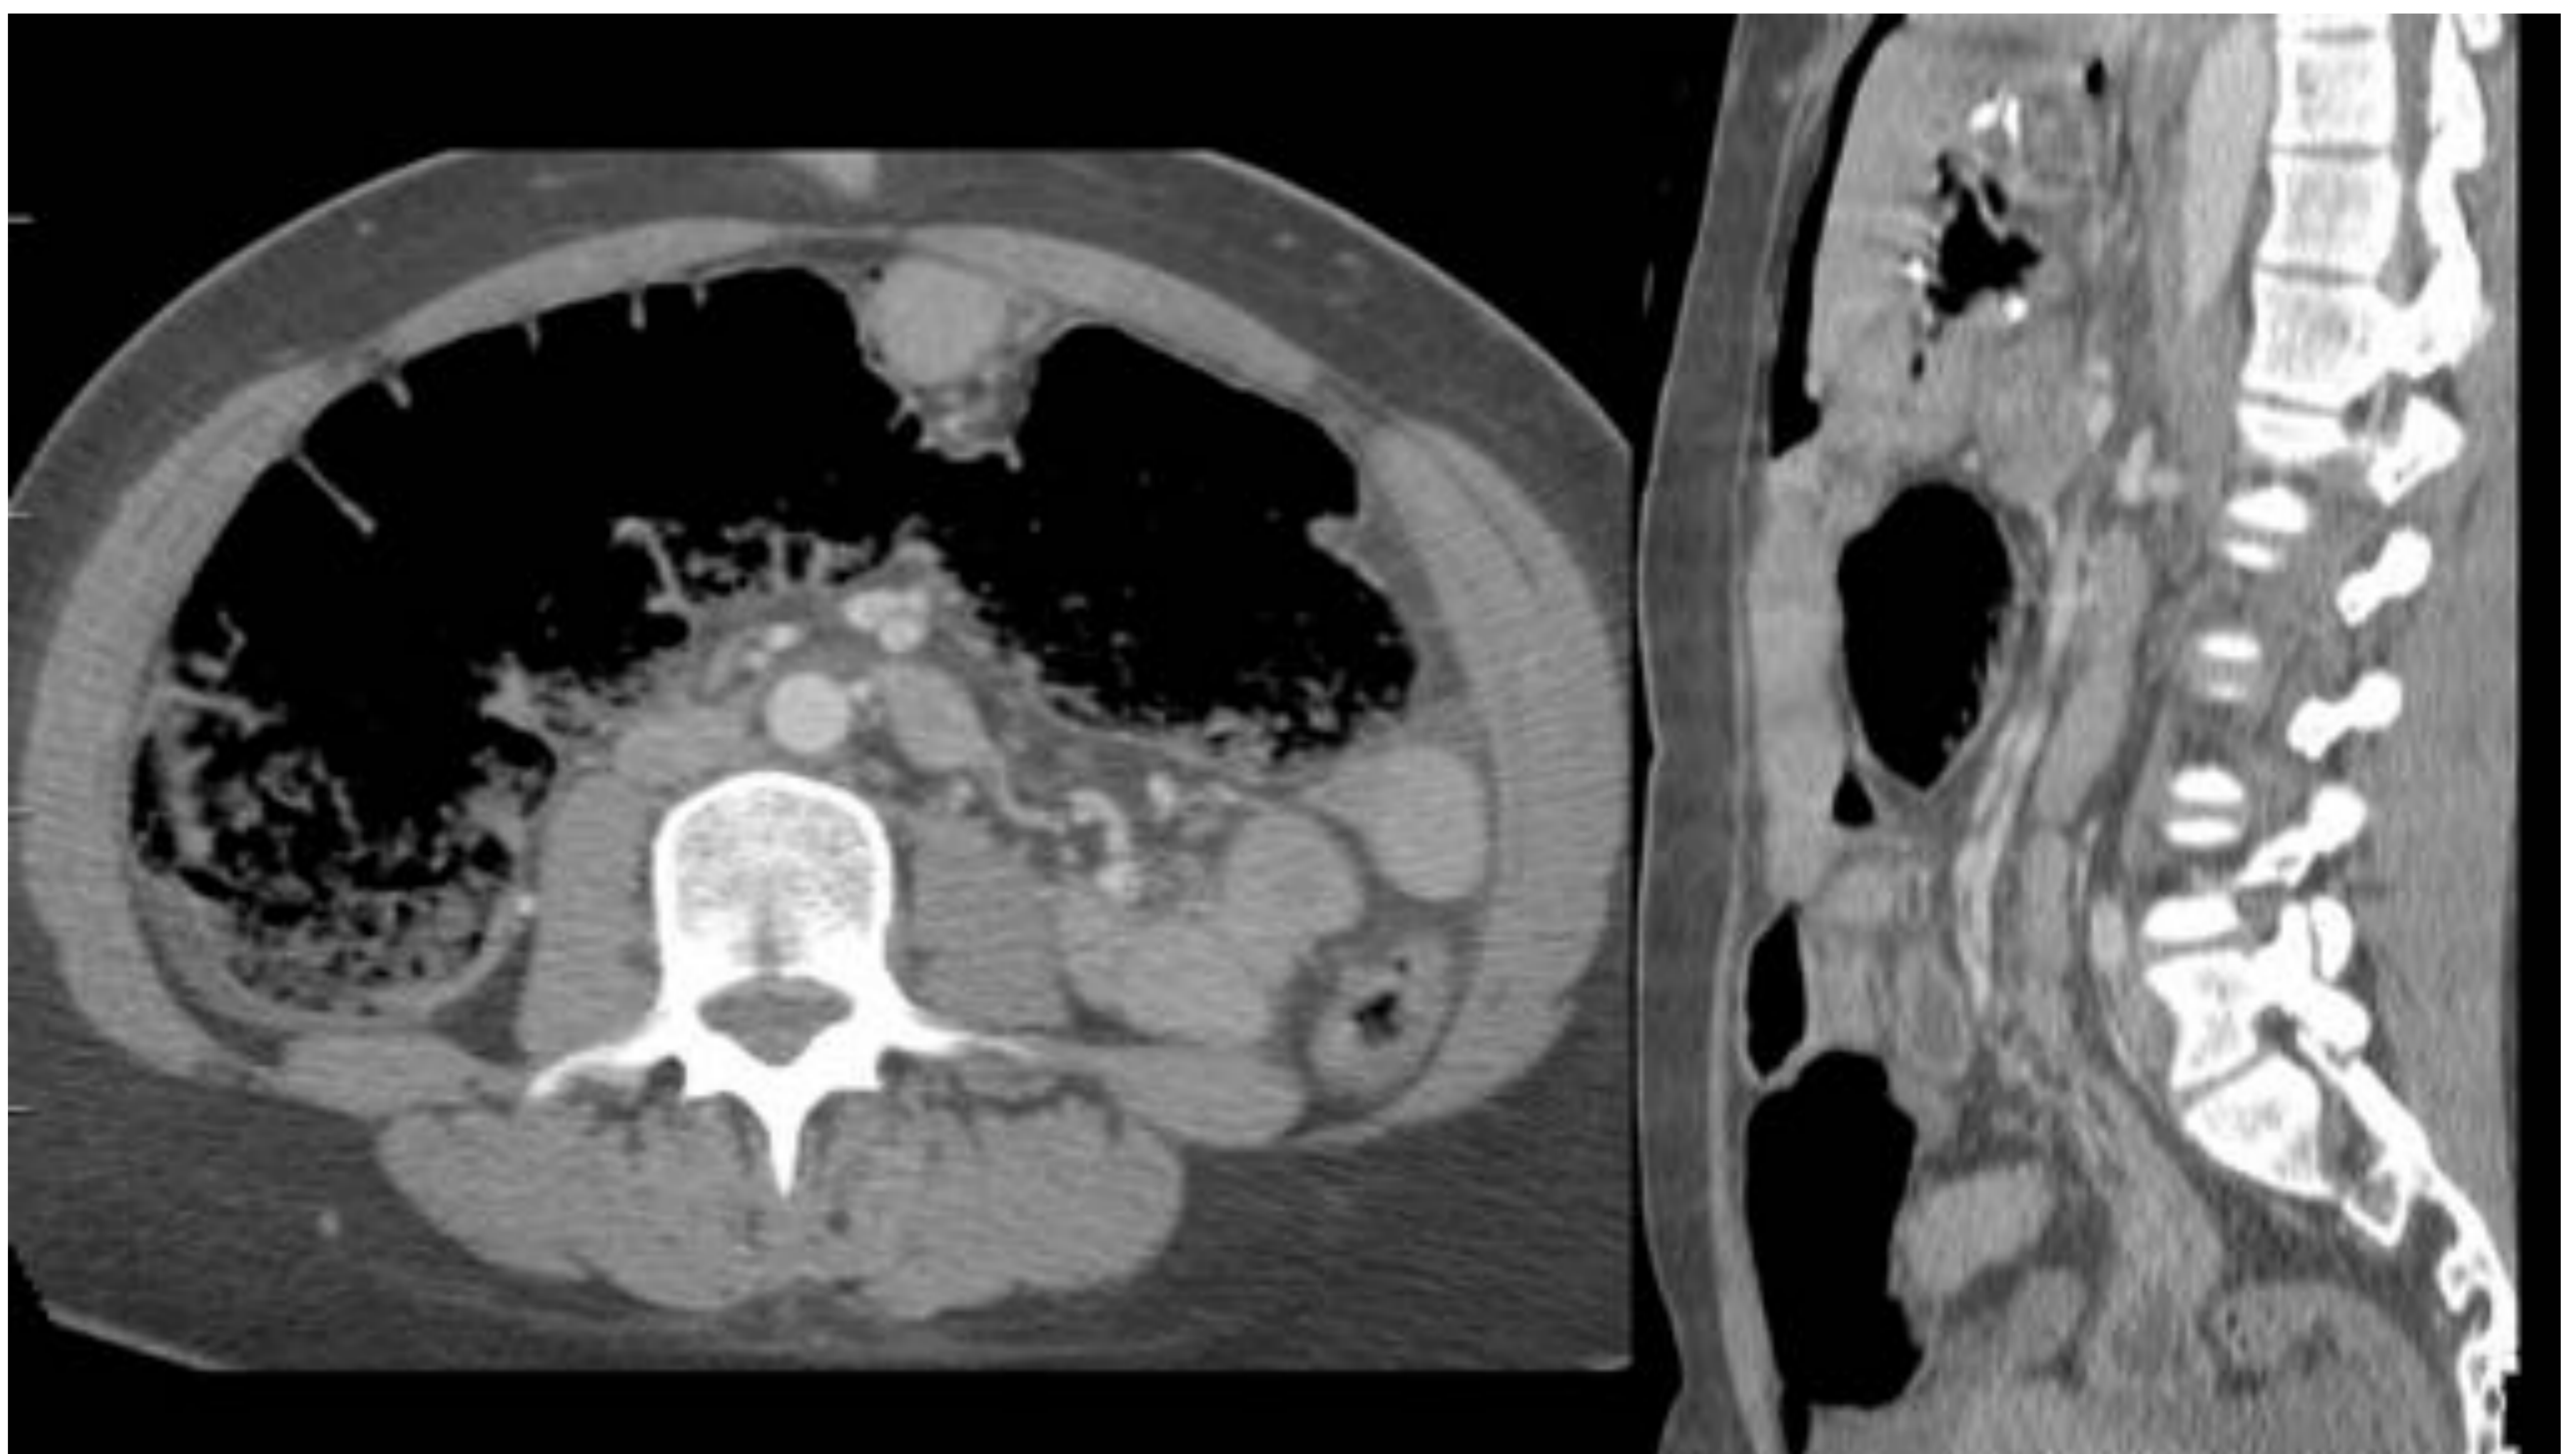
TC axial el asa de Roux: el yeyuno se secciona a 40-60 cm del ángulo de Treitz, llevando el extremo distal al cuadrante superior izquierdo adelante del colon transversal y el remanente gástrico (antecólico y antegástrico), donde luego se anastomosa al reservorio gástrico para formar la "asa alimenticia", que tendrá una longitud aproximada de 90-120 cm
